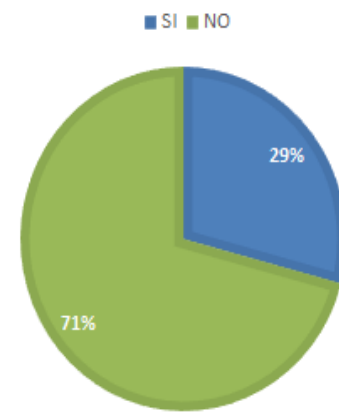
Frecuencia de alteraciones en radiografía de tórax en pacientes obstétricas con infección por virus SARS CoV 2.
